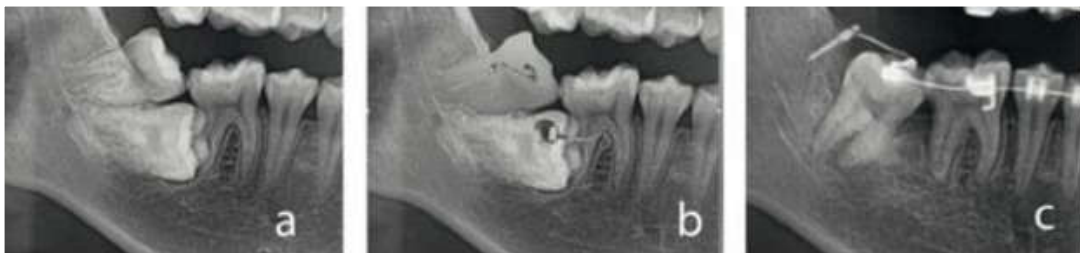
Redressement d'une deuxième molaire sévèrement incluse à l'aide d'une mini-vis. Vues sur radiographie. [29]
